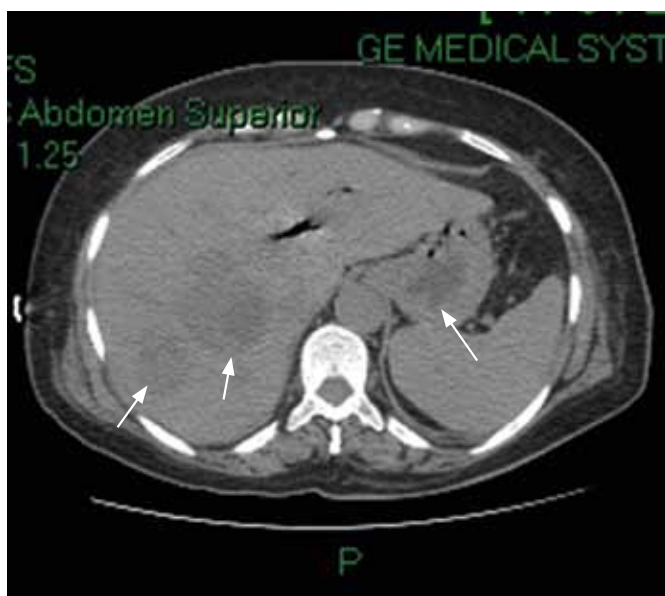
Imagem da primeira TC Abdominal efectuada durante o internamento, em corte transversal. É possível distinguir na imagem lesões compatíveis com abcessos – setas.
